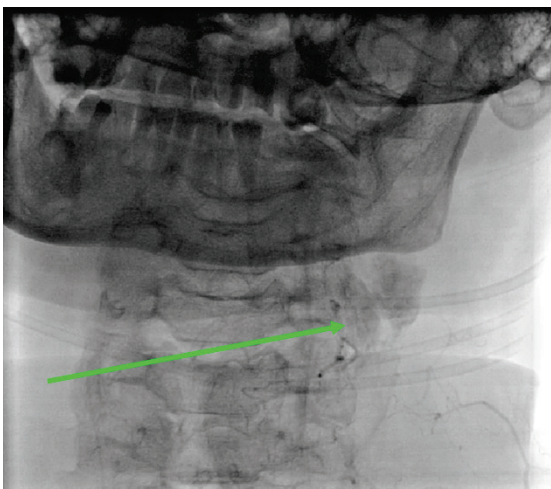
Рентгеновская ангиография, передняя проекция. Патологически извитой сосуд от левой а. subclavia заканчивается на уровне C<sub>2</sub>-C<sub>3</sub> большим сосудистым скоплением с венозным «сбросом» во внутреннюю яремную вену слева.
